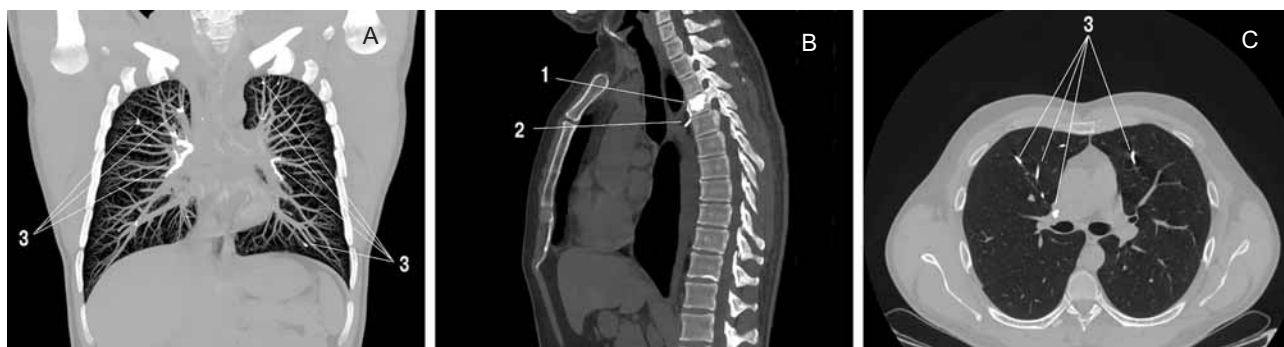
Компьютерная томограмма области груди и живота больного Н. 37 лет без внутривенного контрастирования. Проекция максимальной интенсивности: А – фронтальная, В – сагиттальная, С – поперечная. Костный цемент в: 1 – теле Th3 позвонка, 2 – паравертебральных сосудах, 3 – долевых и сегментарных ветвях легочной артерии
